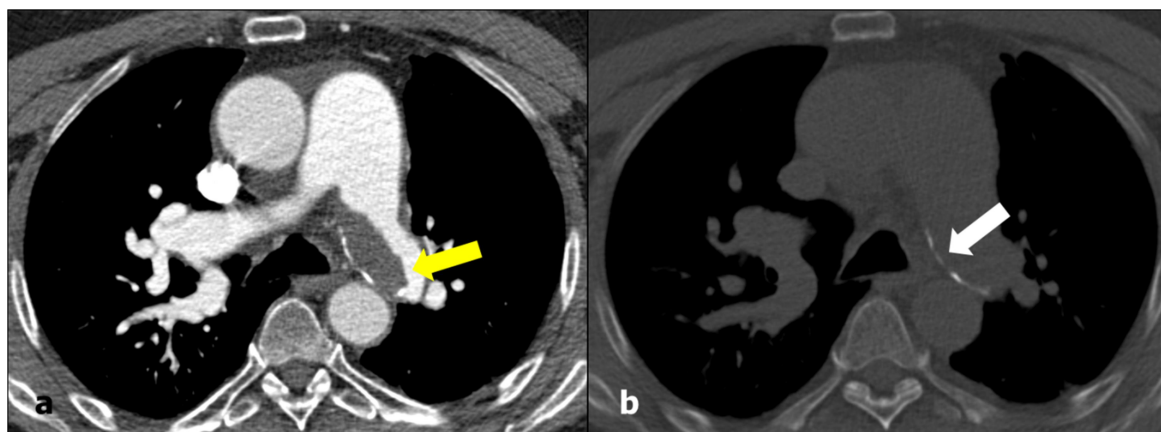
TEP crónico. TC en el plano axial en ventana de mediastino (a) y de hueso (b). Se visualiza un trombo excéntrico en la arteria principal izquierda que forma ángulos obtusos con la pared (flecha amarilla). Se identifican calcificaciones en el trombo (flecha blanca). La arteria pulmonar principal está dilatada.
